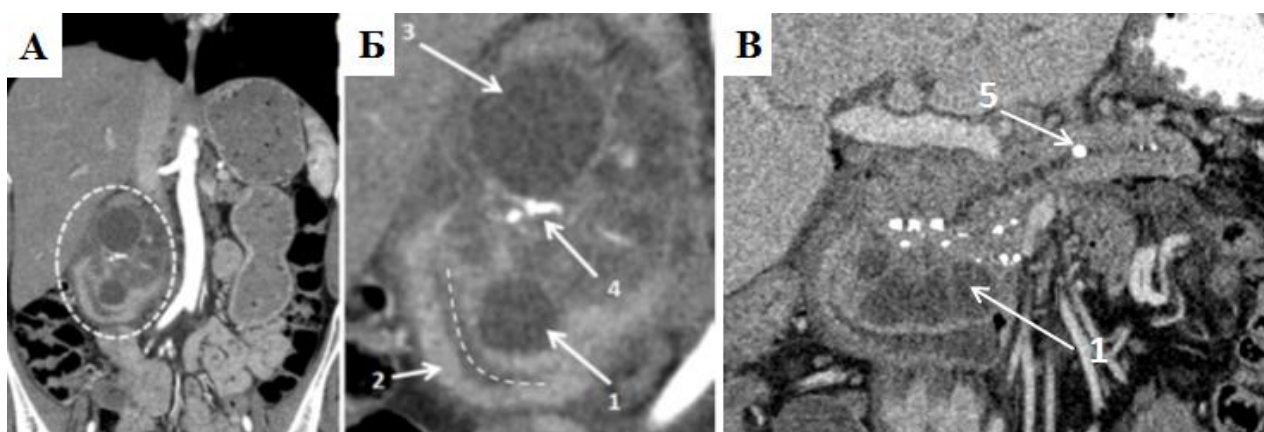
КТ, артериальная фаза контрастного усиления, фронтальная проекция. А. Пунктиром обозначена зона, представленная на рис. Б в увеличенном варианте. Б. Стрелками на рисунке обозначено: 1 – киста в стенке ДПК, 2 – утолщенная стенка ДПК, 3 – постнекротическая киста головки ПЖ, 4 – кальцинаты в области головки. В. 1 – киста в стенке ДПК, 5 – конкремент в просвете панкреатического протока
